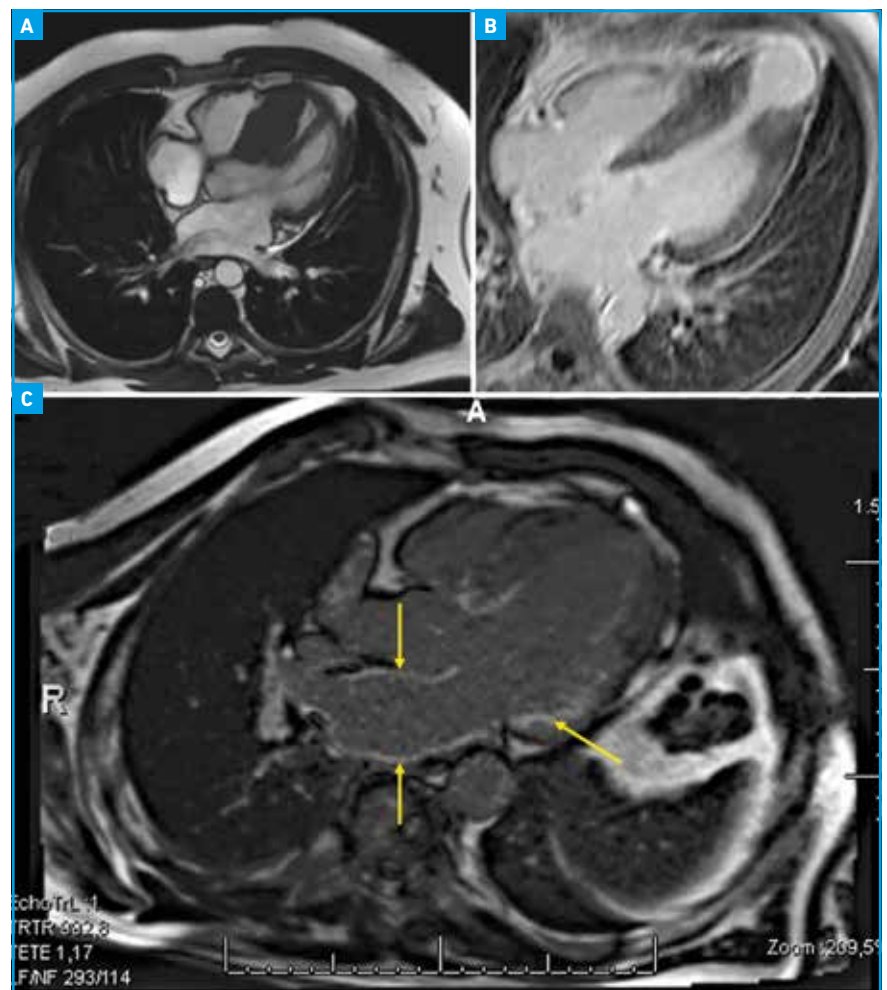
IRM cardiaque montrant une CMH antéroseptale avec SAM et anomalies des piliers (A), une CMH médio-ventriculaire avec un anévrysme apical associé (B) et une prise de contraste diffuse sous-endocardique d'une amylose cardiaque (C).
